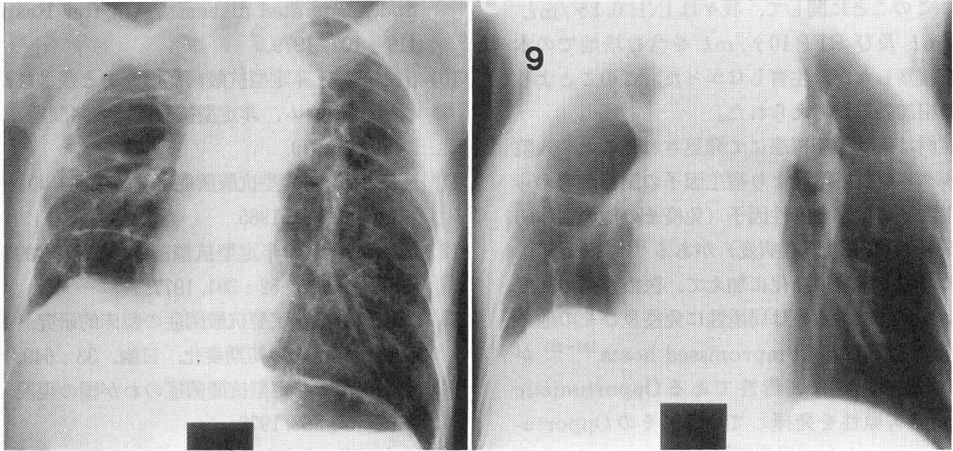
Chest Roentgenogram (left) and Tomogram (right) after the Treatment (at the 250th hospital day).
